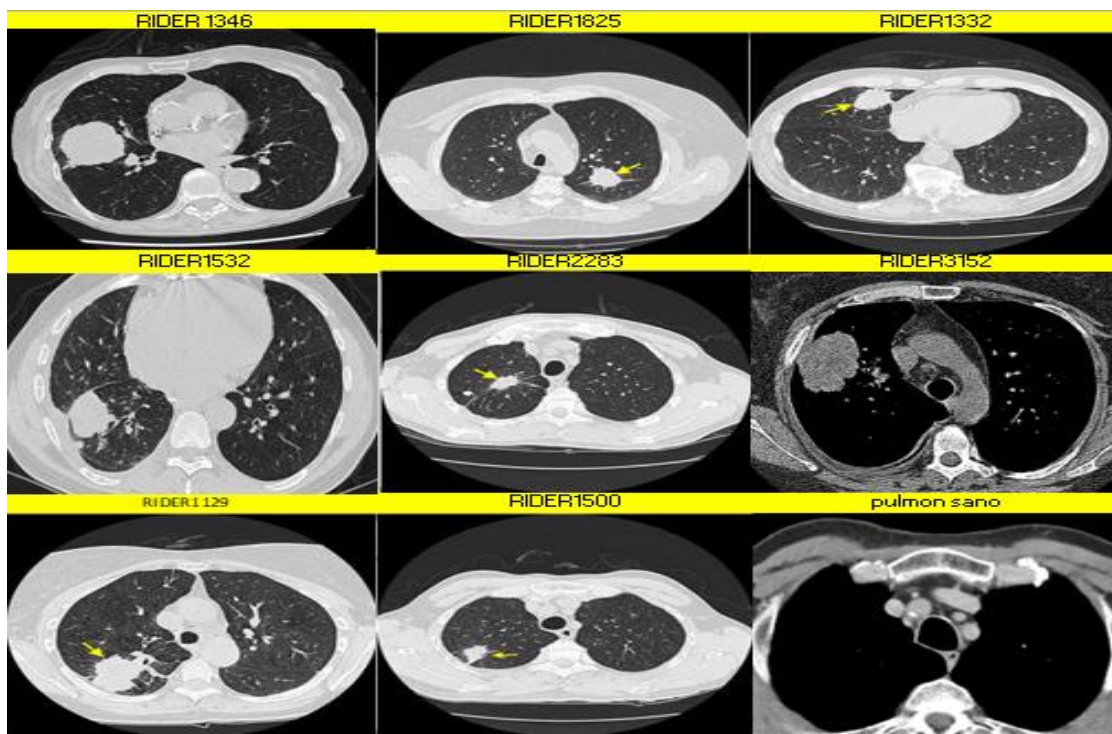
Collage de imágenes representativas de las lesiones de 9 paciente procesado la colección RIDER LUNG CT.(base de dato TCIA)
